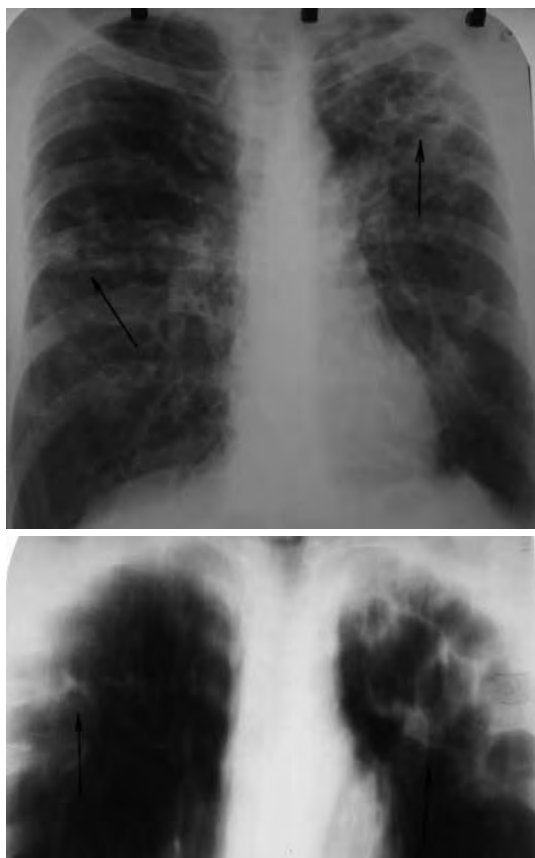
Обзорная рентгенограмма органов грудной клетки в прямой проекции, линейная томограмма 8,5 см верхних отделов обоих лёгких от 18.01.2012 г.
